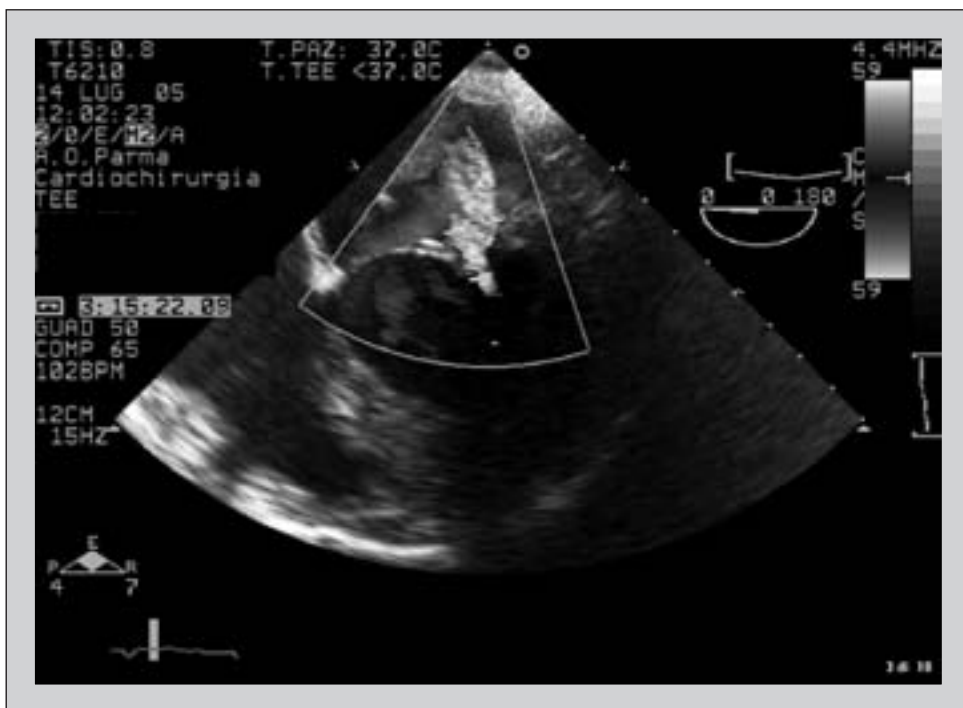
Insufficienza mitralica di grado severo all'ecocardiogramma transesofageo.
